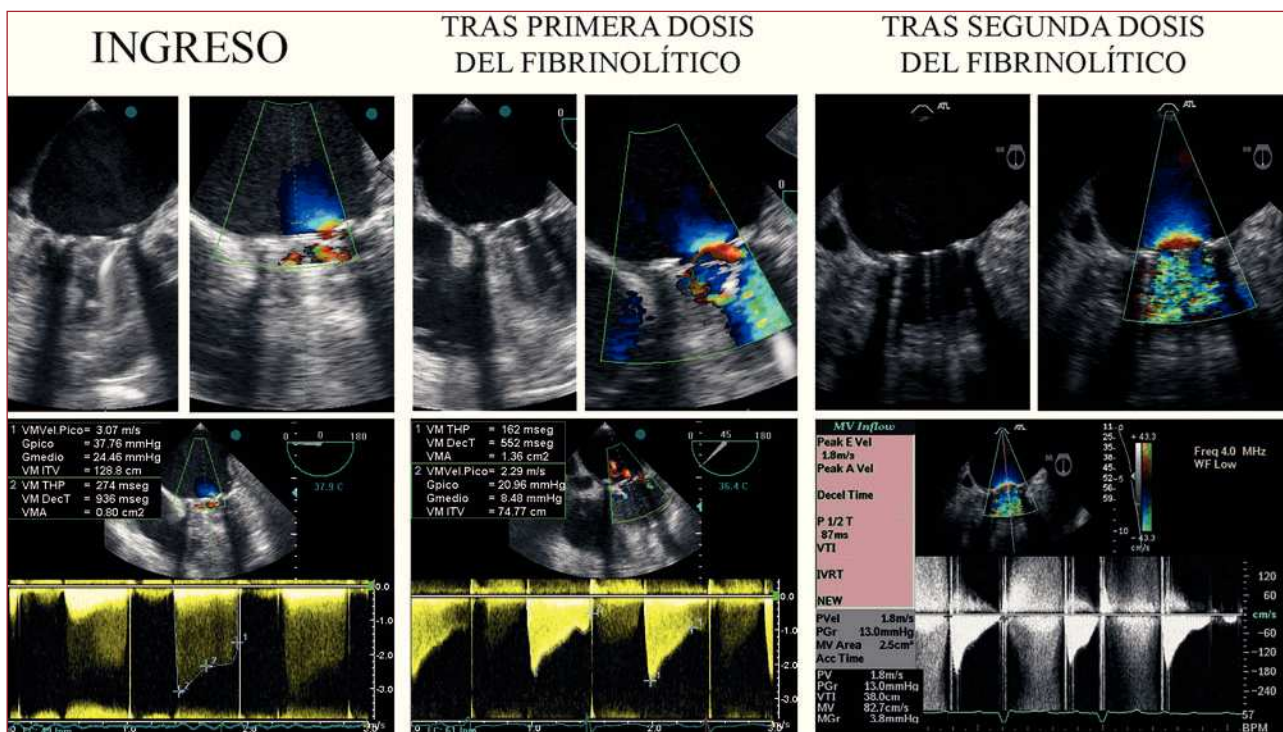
Estudios de ecocardiografía transesofágica realizados en el momento del ingreso (A) y después de la primera (B) y la segunda (C) dosis del fibrinolítico. En cada uno de estos momentos se recoge una imagen en modo bidimensional durante la diástole del plano valvular mitral ocupado por la prótesis, otra imagen similar a la anterior pero en modo Doppler-color y un registro en modo Doppler pulsado del flujo de entrada al ventrículo izquierdo, así como los cálculos de estimación del área valvular eficaz.
